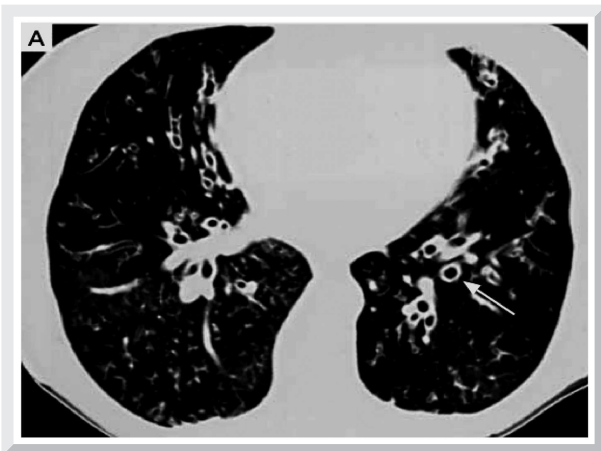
Tomografía axial computada de alta resolución que revela la presencia de bronquiectasia cilíndrica en ambos campos pulmonares (flecha).
